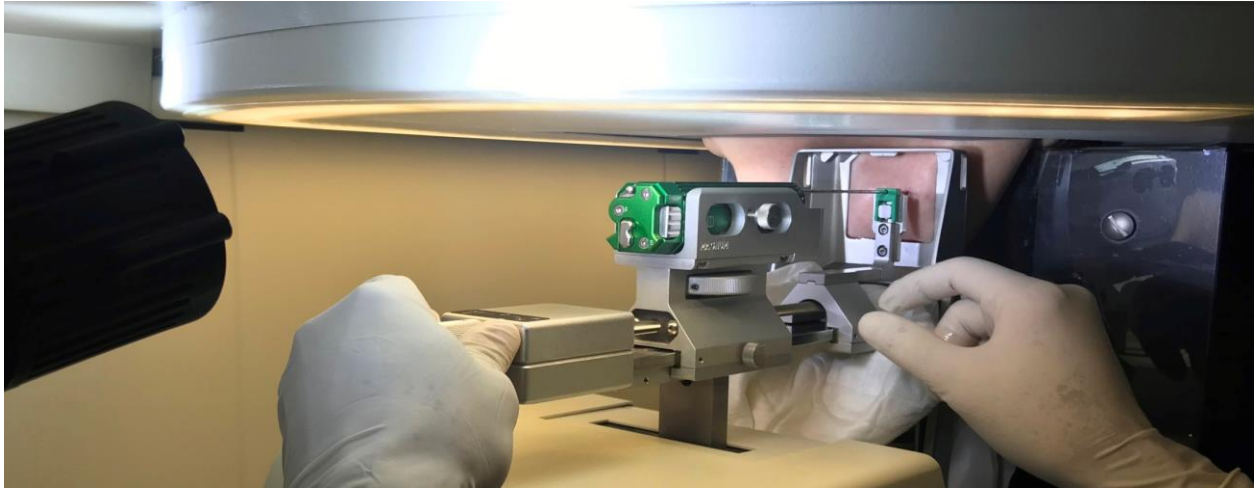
Пацієнтка Ч.Л. ID: 305524. Рентгенологічно керована (стереотаксична) черезшкірна автоматична трепан-біопсія голкою 14G. Пацієнтка лежить долілиць на спеціальному стереотаксичному столі Hologic MultiCare Platinum, над біопсійним полем, грудні залози під силою тяжіння звисають донизу через спеціальний отвір (жінка не бачить процедури, що зменшує її психоемоційне напруження). Після проведення місцевої анестезії, ми направляємо голку по координатам, що були отримані на основі спеціально отриманих мамографічних знімків.
